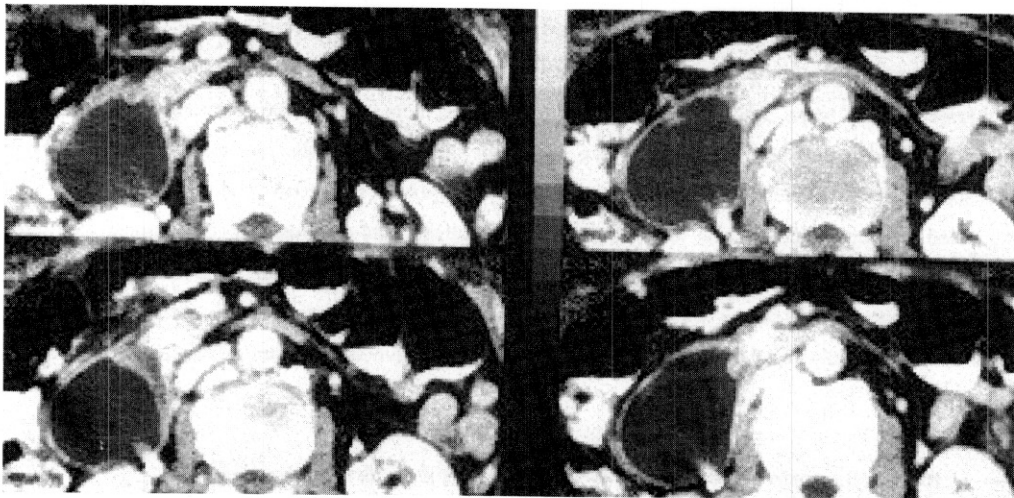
Abdominal CT(80/M) shows distension of the stomach and duodenum to proximal to third portion. Beak-like narrowing is seen in aortomesenteric angle area.
